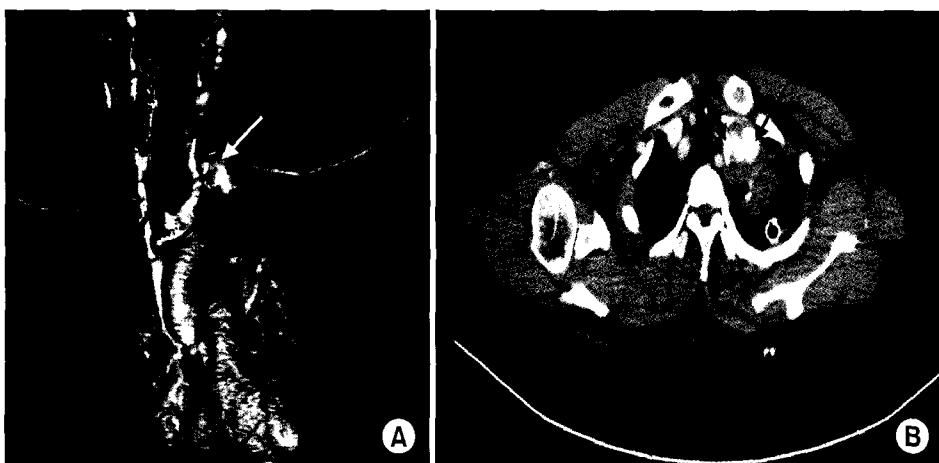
(A) 3-D Angio CT shows left subclavian pseudoaneurysm (white arrow). (B) Chest CT shows left subclavian artery (blue arrow) and pseudoaneurysm (aneurysmal sac, red arrow). D=Dimension; CT=Computed tomography.
